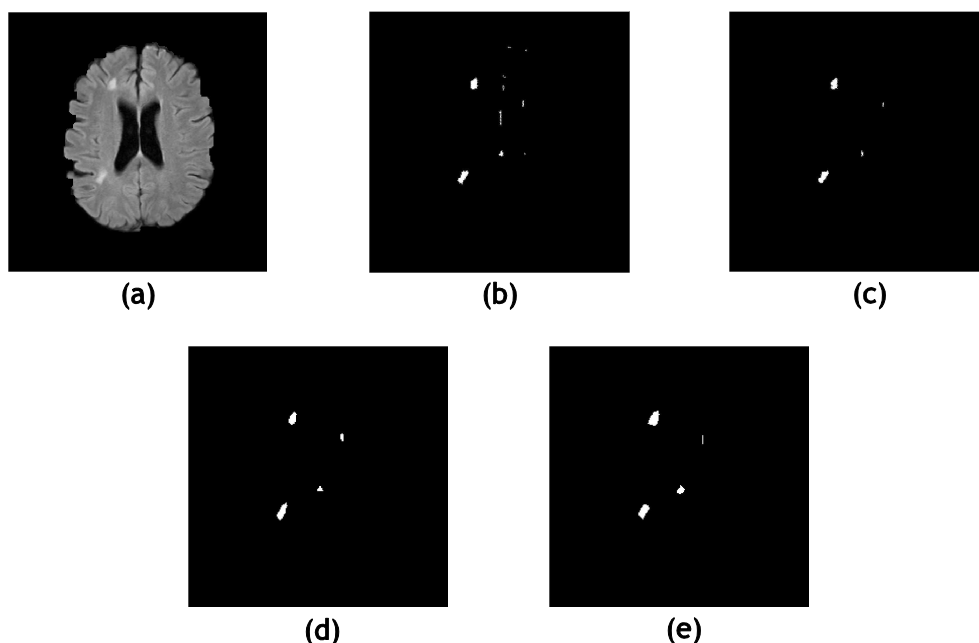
Exemplo de aplicação do algoritmo de segmentação das lesões (imagem *4): a) imagem axial FLAIR; b) saída da rede; c) saída de extração de candidatos; d) delimitação manual M1 e e) delimitação manual M2.
